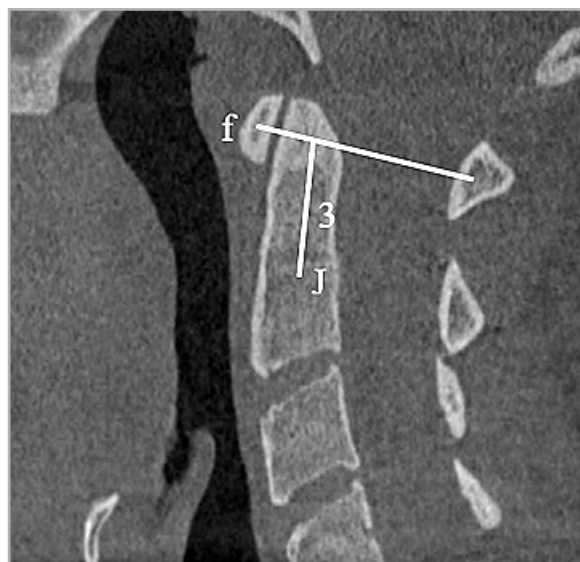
КЛКТ-томограмма, MPR в сагиттальной плоскости. Коррелирующий показатель (критерий Уайта). Линия 3 — метод Ранавата
